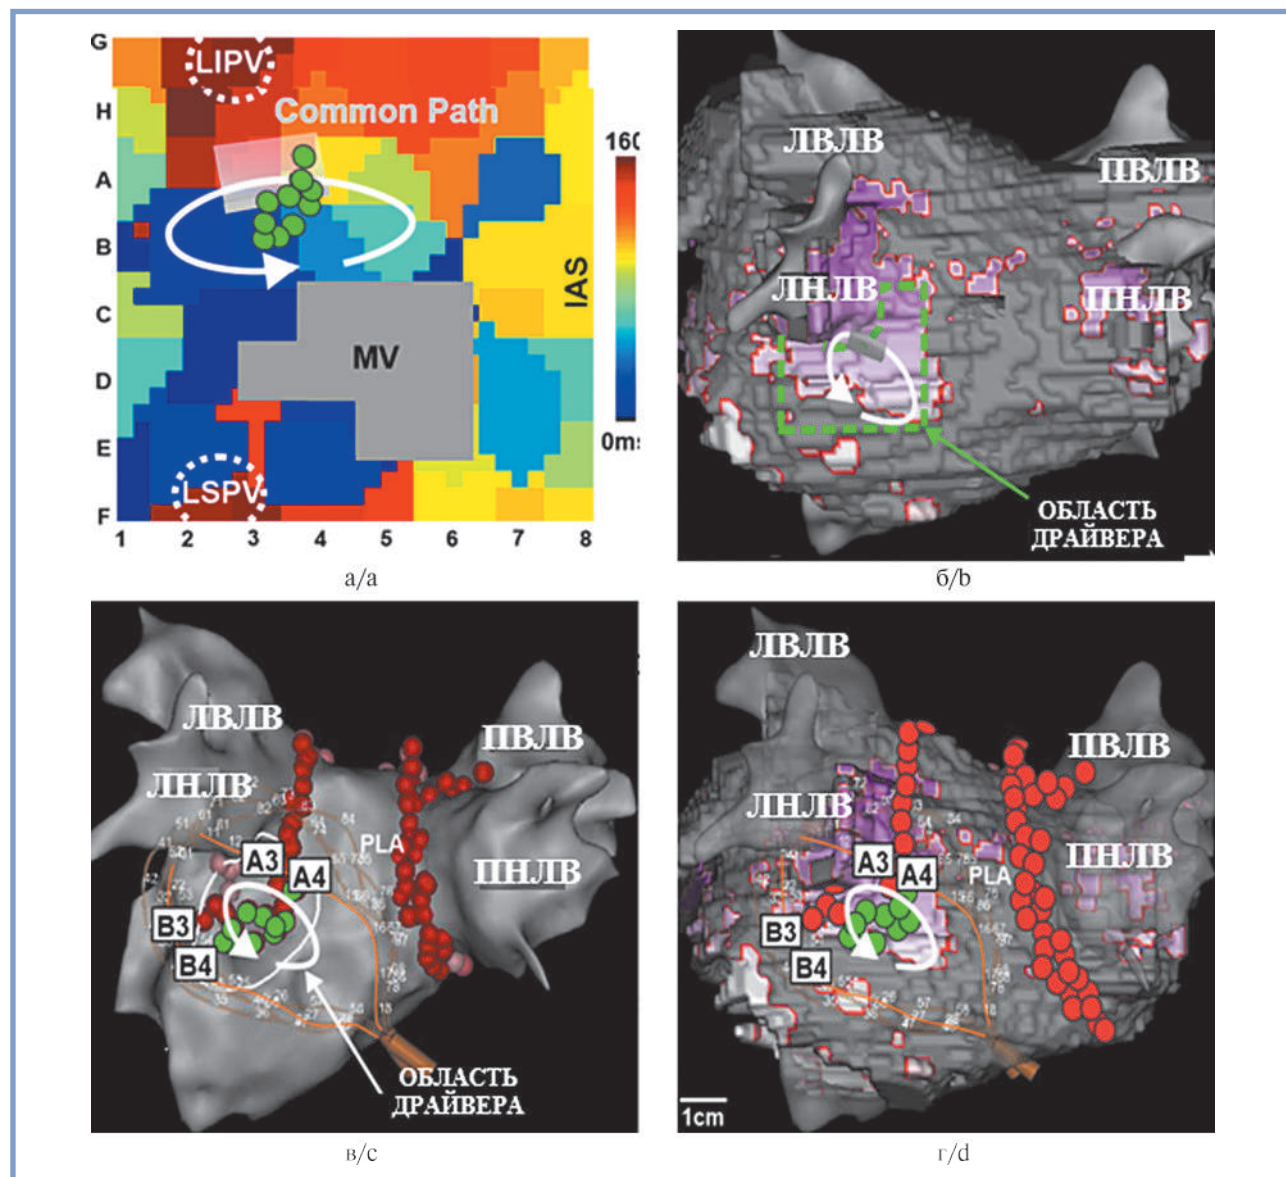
Визуализация «драйвера» ФП и его абляция с помощью многоэлектродного картирования в областях с выраженным фиброзом. а — карта активации в ЛП; б — 3D-модель ЛП, полученная при помощи МРТ с отсроченным контрастированием, интегрированная с электроанатомической картой; в — 3D-электроанатомическая карта, показывающая локализацию источника ФП; г — постабляционные повреждения (зеленые точки), и положение баскет-катетера.
